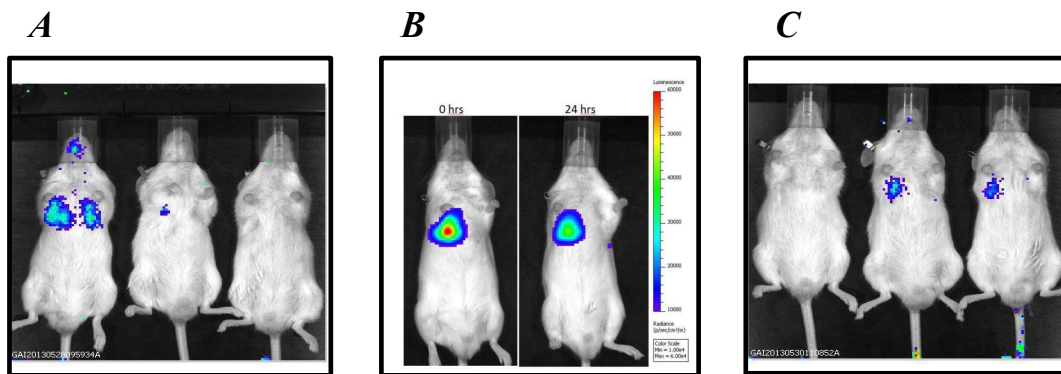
imaging mediante TAC di topi NOD/SCID inoculati con SVF umana trasfettata con luciferasi. A: post-inoculo; B: 24 ore dall'inoculo; C: 48 ore dall'inoculo. Si possono osservare le cellule della SVF ferme a livello polmonare, con un picco di intensità di segnale rilevato a 24 ore dall'inoculo. Il segnale rilevato dallo strumento è composto da una scala colorimetrica, dove il rosso indica una maggior concentrazione di cellule che corrisponde ad un segnale più alto, mentre un segnale di intensità progressivamente più debole assume una colorazione tendente all'azzurro/blu.
